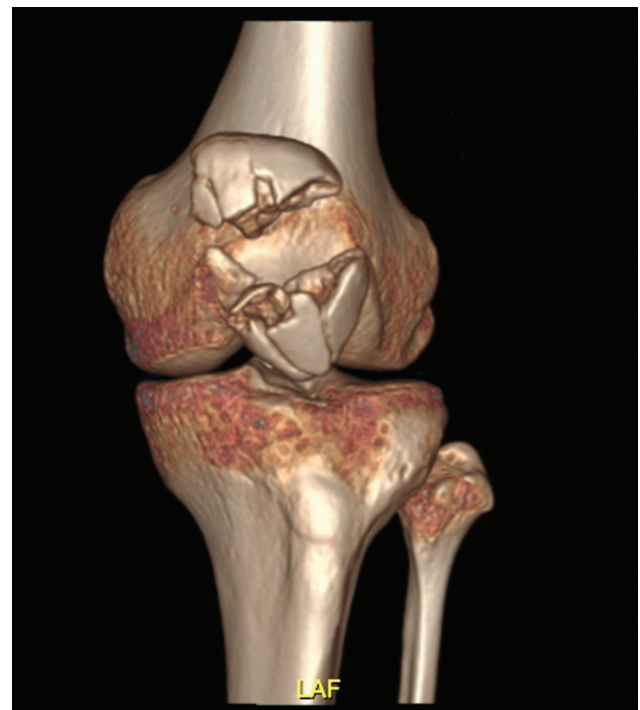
Estudio preoperatorio con reconstrucción 3D de TAC de rodilla izquierda.
